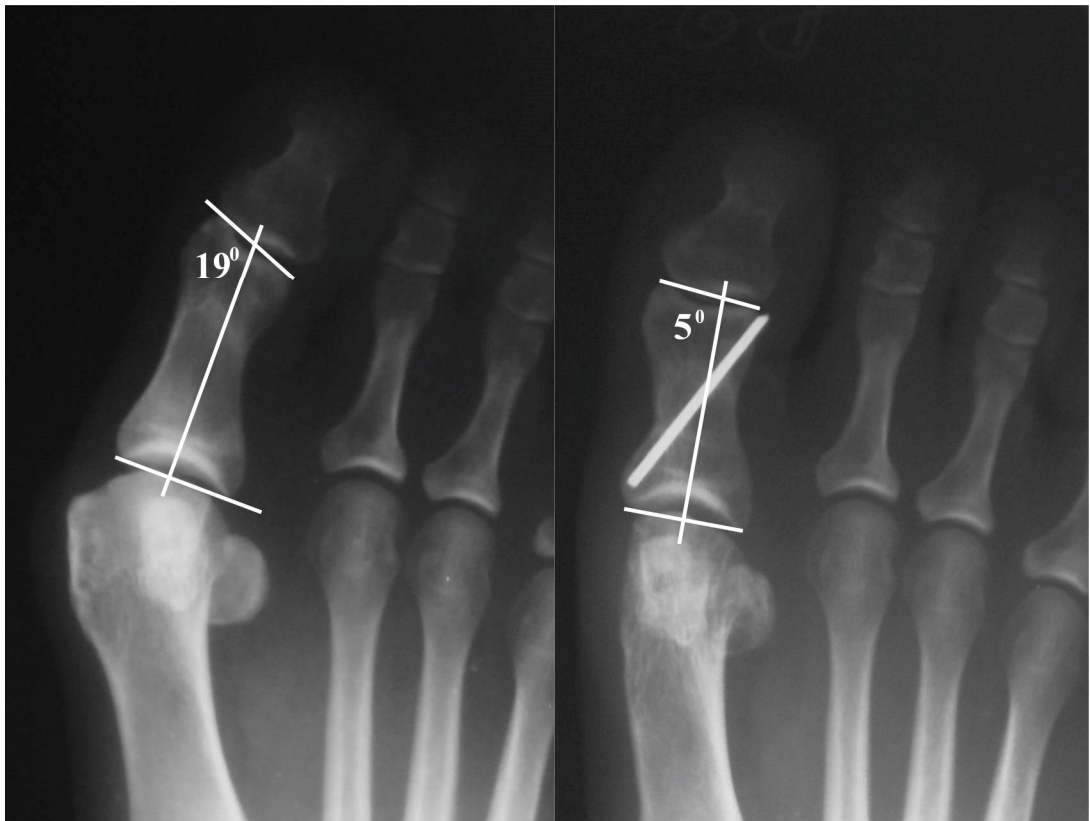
Остеотомія проксимальної фаланги 1-го пальця за Akin при hallux valgus interphalangeus, рентгенограми до та після корекції.
